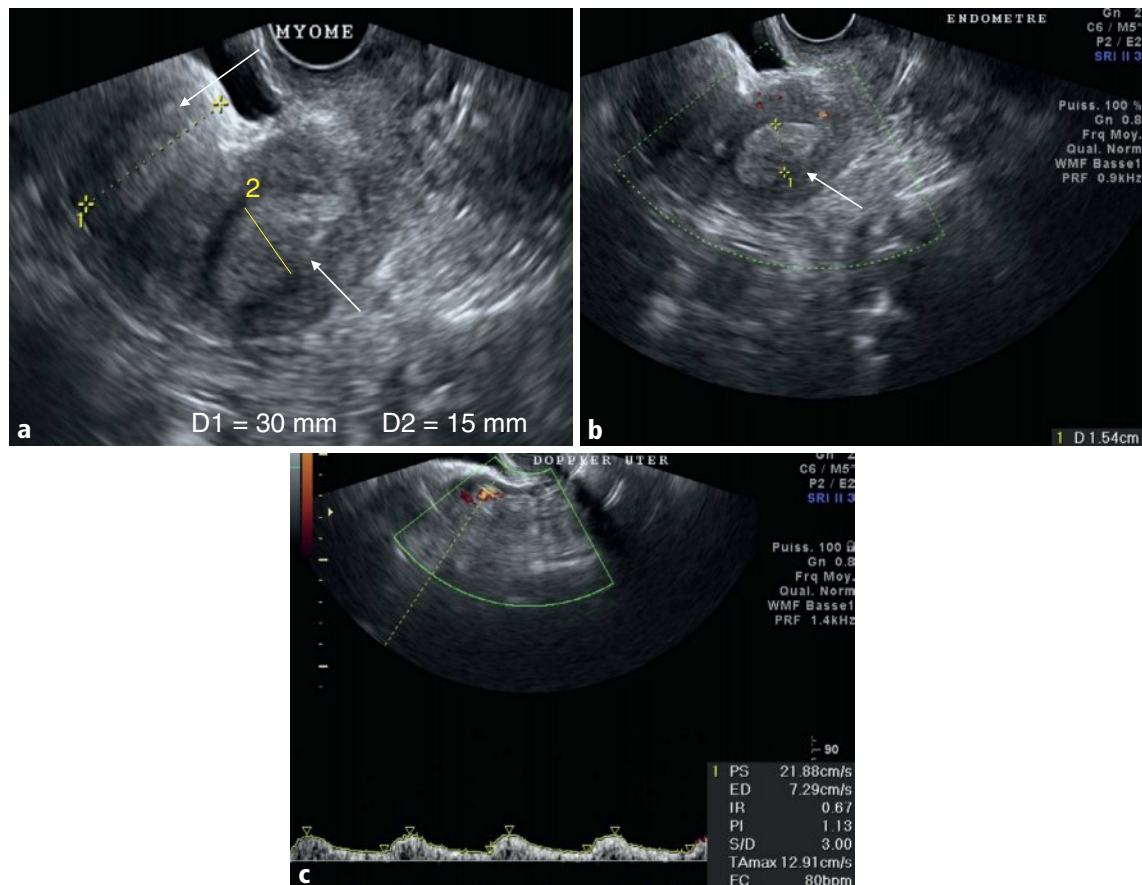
a–c Hypertrophie endométriale hétérogène, de 15 mm d'épaisseur, à limites floues par rapport au myomètre en postérieur (flèches en a et b), et avasculaire en Doppler énergie. L'index résistif artériel utérin est à 0,67 (c). Noter un myome sous-séreux sessile (type 6 selon FIGO) fundique antérieur de 30 mm.
